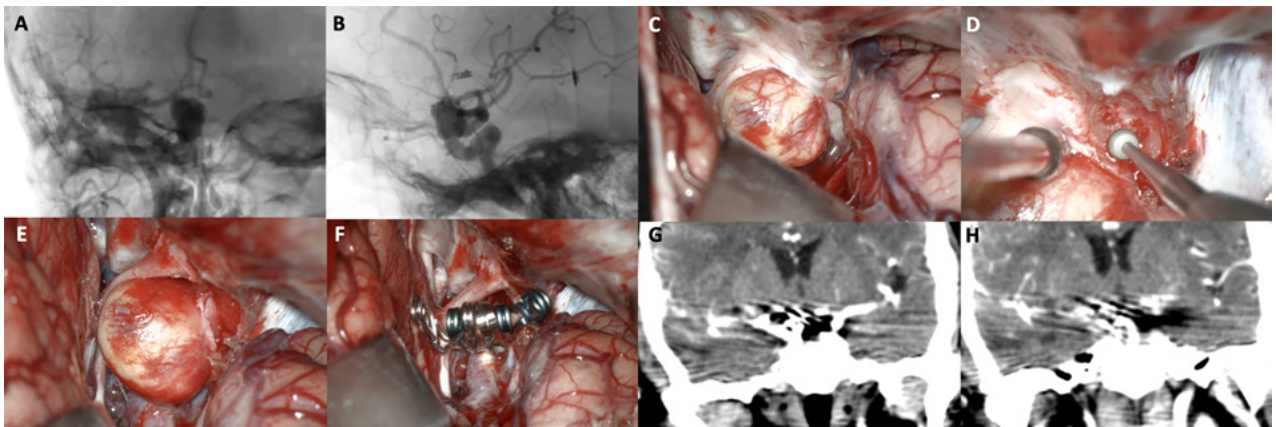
A-B: Se aprecia una arteriografía cerebral en vista AP y lateral que evidencia un aneurisma carótido oftálmico derecho gigante. C-F: Fotografías intraoperatorias. Observamos la cisterna óptico-carotídea; es notorio el gran efecto de masa del saco aneurismático sobre el nervio óptico. Posteriormente se realizó una clinoidectomía anterior total y sección del anillo dural distal logrando una adecuada exposición del cuello del aneurisma. Se muestra la exclusión del aneurisma con una técnica de reconstrucción vascular con múltiples clips. G-H: Imágenes de angio tomografía post operatoria que evidencia la exclusión completa del aneurisma, sin complicaciones asociadas.
